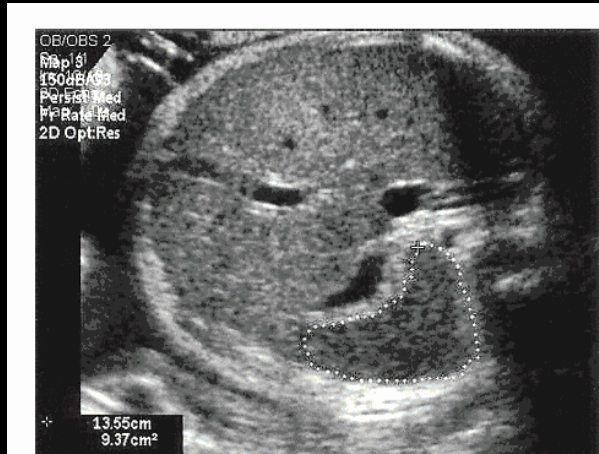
Ultrasound image of cross-section through fetal abdomen, with measurement of spleen perimeter.
